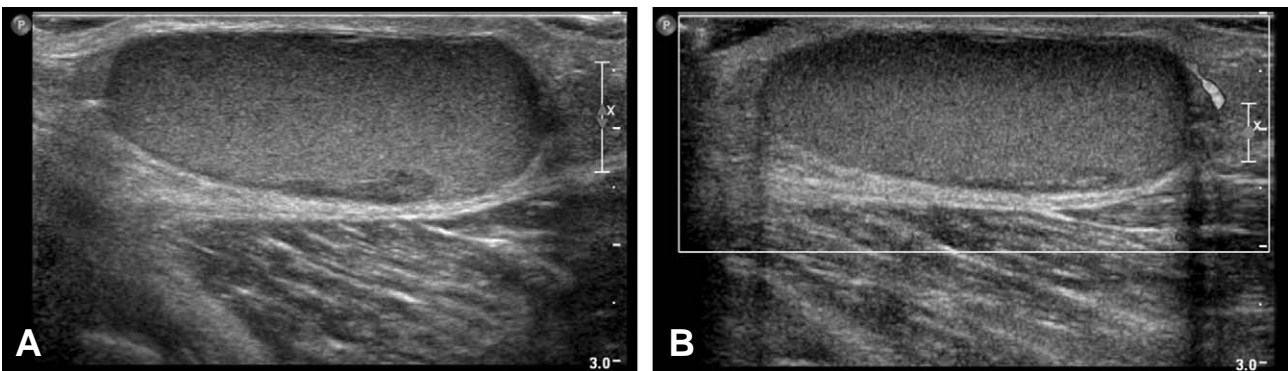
48 year old man had about 5 cm sized palpable lump on his right popliteal fossa. He complained trivial discomfort on it, however he wondered if it were a malignancy. (A) Ultrasonography showed a 3.5 cm cystic mass lesion in the just subcutaneous layer, showing homogeneous internal fine echogenicity and thin wall, and hypoechoic soft tissue attached along the cystic wall. (B) Color Doppler ultrasonography revealed no internal vascularities, however the lateral shadowing and posterior acoustic enhancement were definitely visualized. It was regarded as a epidermal inclusion cyst, and pathologically confirmed as it.
